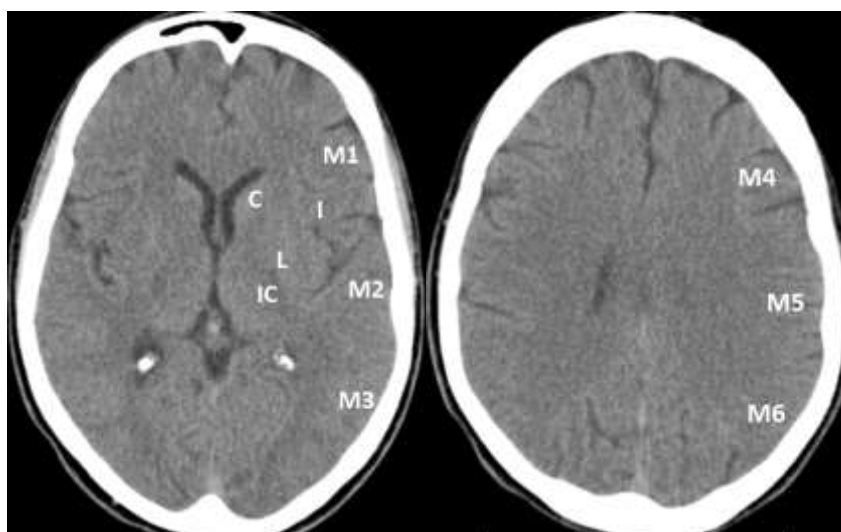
Tomografias computadorizadas de crânio evidenciando as regiões do escore *ASPECTS*.
